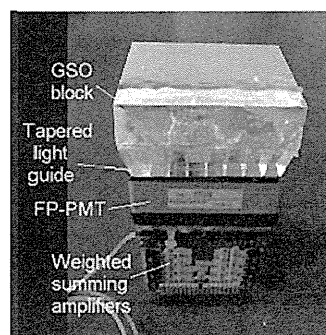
Photograph of GSO block detector (from the top, GSO block, tapered light guide and FP-PMT) used for the PET-Hat. In photograph, printed boards of weighted summing amplifiers are shown under FP-PMT.
